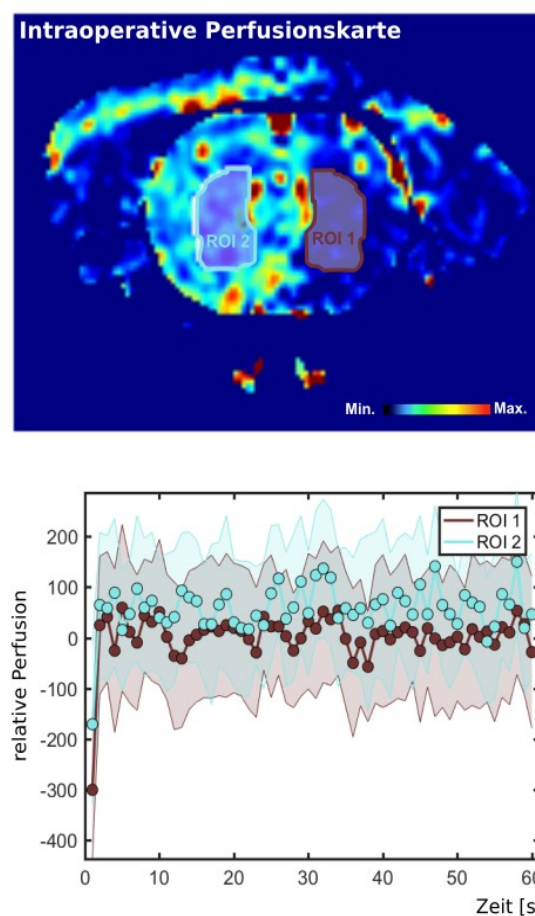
Intraoperative Überwachung der Okklusion mittels MRT. Oben: Perfusionsskizze des Gehirns (koronarer Schnitt). Die „regions of interests“ (ROI) wurden um das Striatum gezeichnet. Unten: Relative Perfusion im im Bereich der beiden ROIs. Die rechte Hemisphäre zeigt bei rechts gesetztem Filament eine deutlich niedrigere Perfusionsrate auf.
